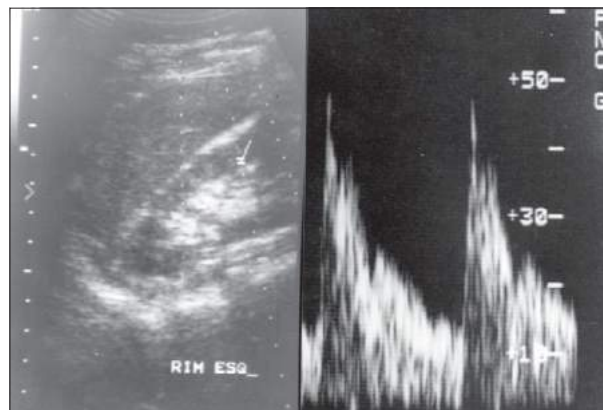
Doppler pulsátil normal de uma artéria renal segmentar com fluxo de baixa impedância apresentando fluxo diastólico contínuo.
